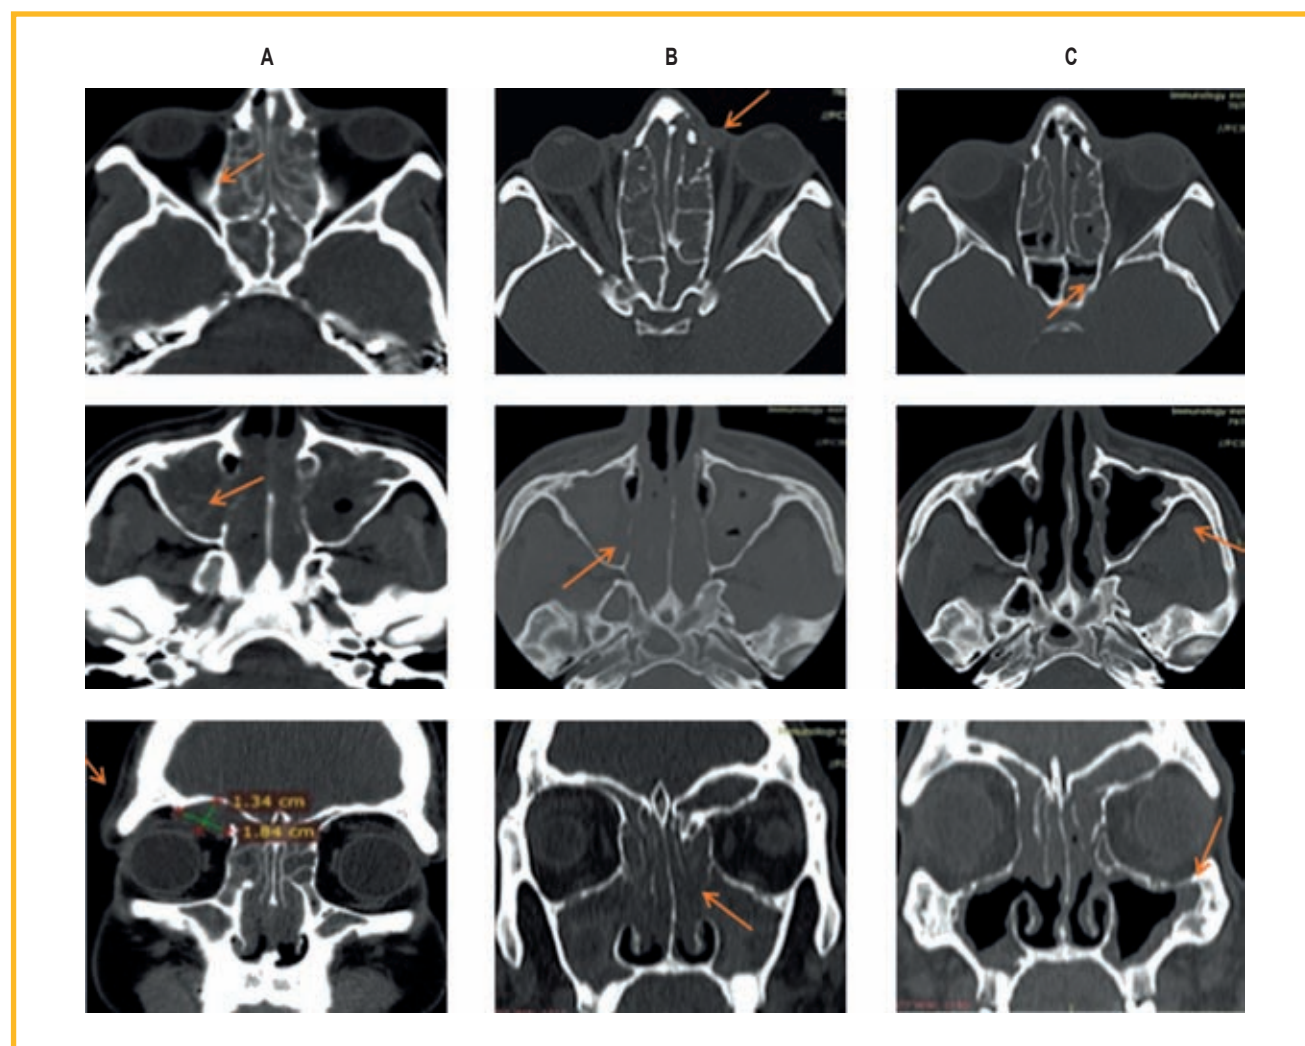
Компьютерно-томографическая картина: А — до терапии генно-инженерными иммунобиологическими препаратами (15.09.17). Околоносовые пазухи тотально заполнены мягкоткаными разрастаниями. Бумажная пластинка решетчатой кости разрушена, мягкотканый компонент 1,34 × 1,84 см распространяется в полость левой глазницы; В — после проведения полисинусотомии на фоне терапии меполизумабом (21.02.20). Состояние после полисинусотомии: пазухи тотально заполнены мягкоткаными разрастаниями. Дефект передней костной стенки левой лобной пазухи; С — спустя 4 мес. от начала терапии дупилумабом (02.09.20): положительная динамика — уменьшение размеров полиповидных разрастаний, восстановление воздушности верхнечелюстных пазух и полости носа
